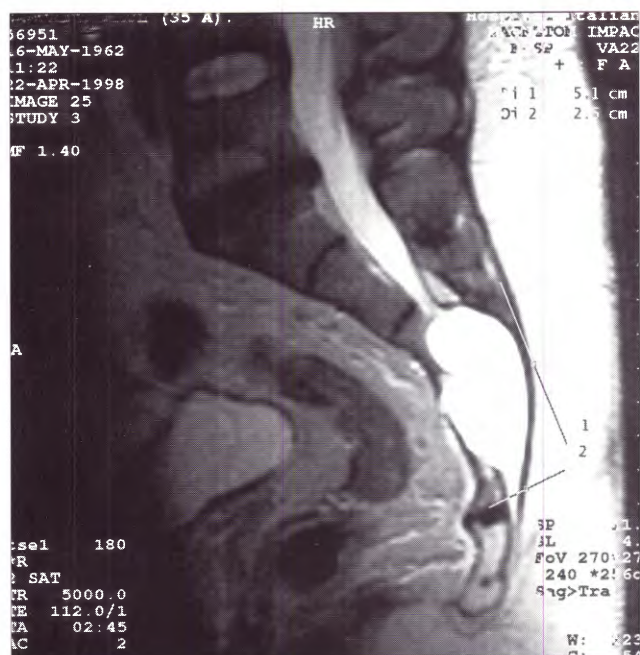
IRM sagital ponderada en T2 (TR 5000-TE 112) que muestra una imagen hiperintensa que ocupa todo el espesor del sacro.
